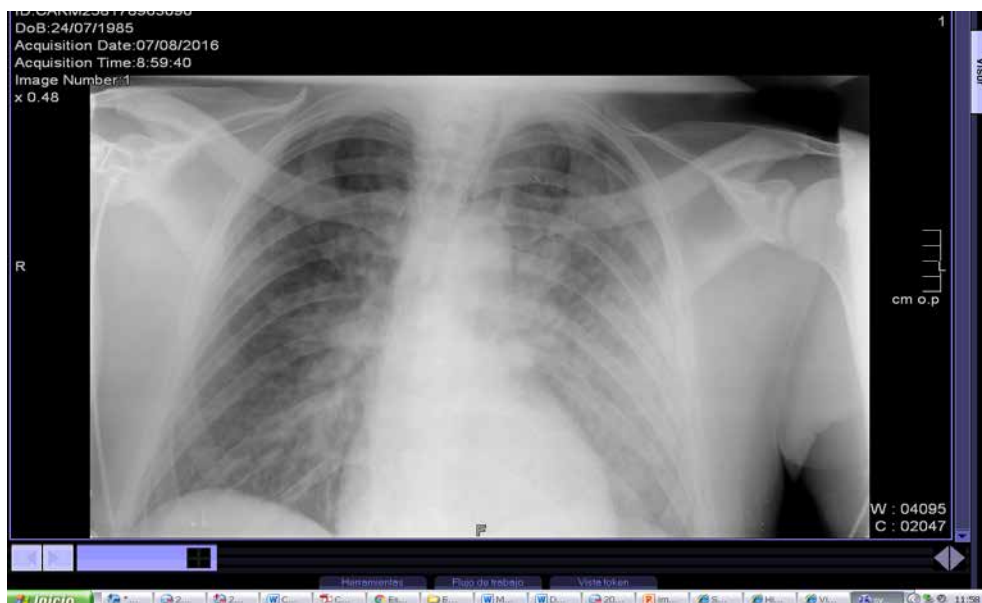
Radiografía de tórax 1º día de ingreso.
